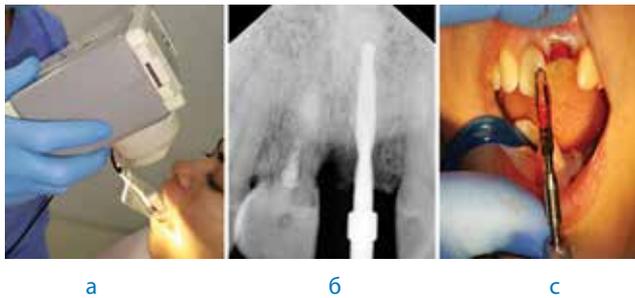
Результаты рентгенологического радиовизиографического исследования во время формирования костного ложа для дентальной имплантации.
